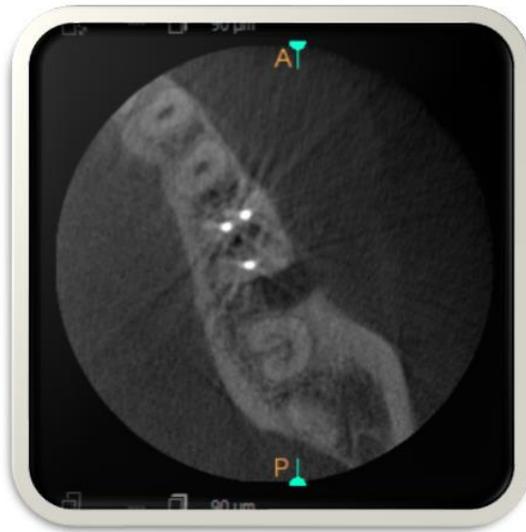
TC-CB plano coronal diente 36 y 37. Octubre 2017. Fuente directa.
